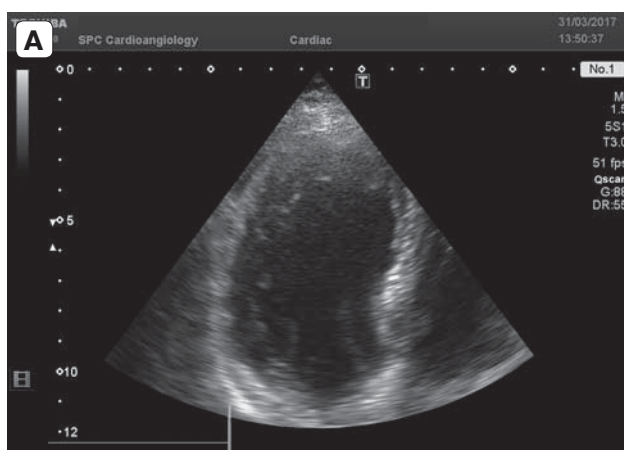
A – Echocardiogram of the patient G., 78 y.o. Left ventricle in diastole has normal shape. B – Echocardiogram of the patient G., 78 y.o. Left ventricle in systole has normal configuration without the evidence of local disturbances of wall kinetics.
